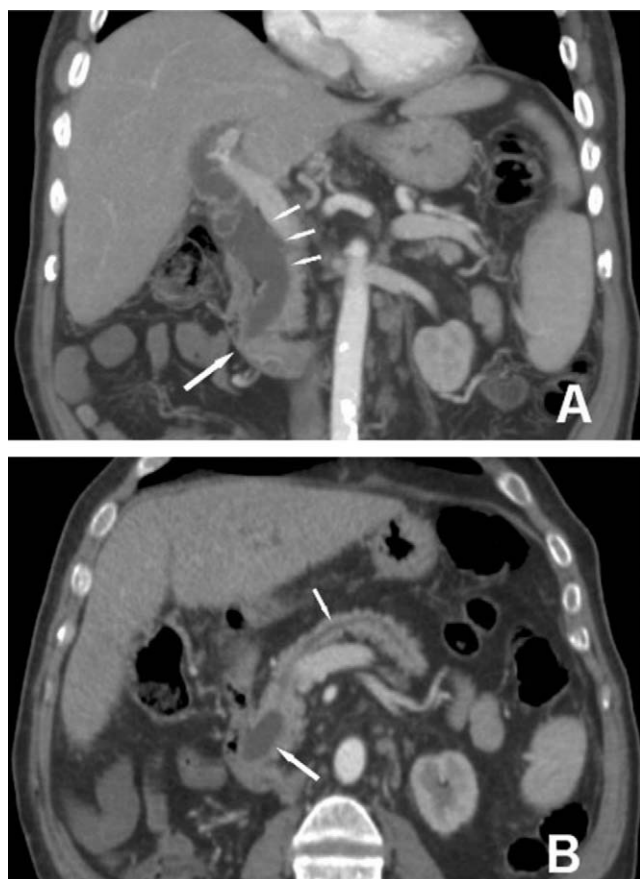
A) Imagen de tomografía computarizada multidetector en plano coronal. Las flechas pequeñas señalan la dilatación de la vía biliar extrahepática. No se consiguió una correcta repleción de líquido en el duodeno, aunque parece haber un engrosamiento mucoso en la zona de desembocadura del colédoco en la segunda porción duodenal (flecha grande). B) La flecha grande señala la porción distal del conducto colédoco en otro plano. La flecha pequeña demuestra que el conducto pancreático principal está dilatado.
